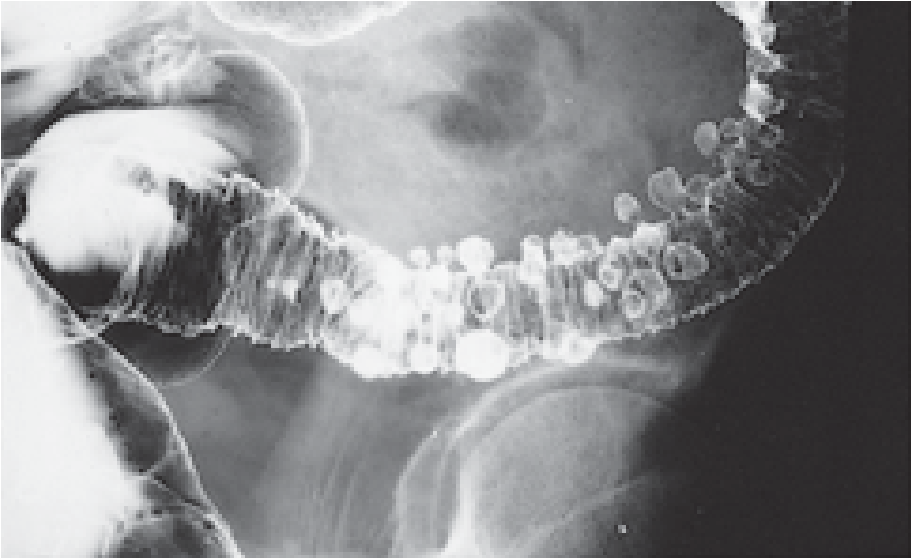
Röntgendarstellung einer ausgeprägten Divertikulose.
